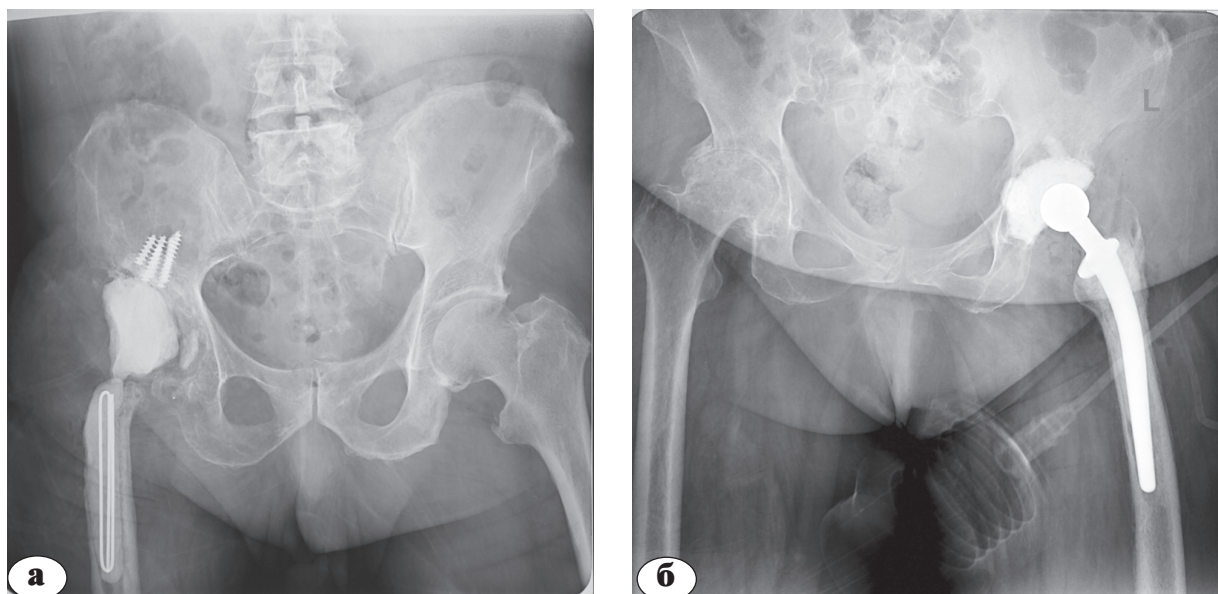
Рентгенограммы пациентов с установленными блоковидным (а) и артикулирующим (б) спейсерами
